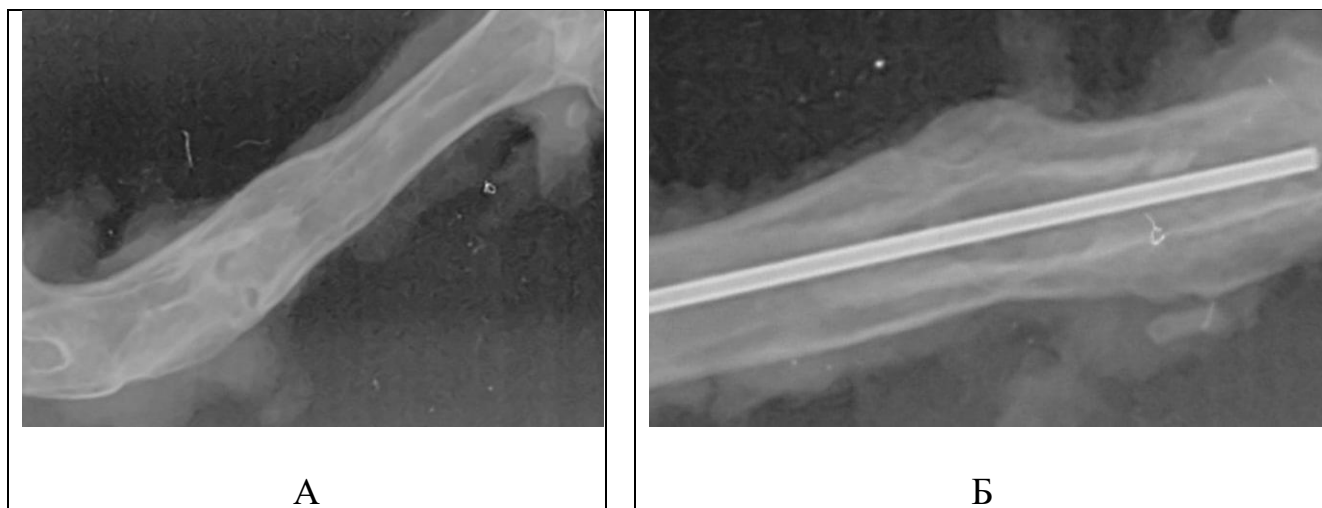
Рентгенограма стегнової кістки щура експериментальної групи бічна проекція, 6 місяців після операції: А – група з інтрамедулярною фіксацією кістки композитним матеріалом, Б – група тварин з інтрамедулярною фіксацією кістки медичною сталлю.
